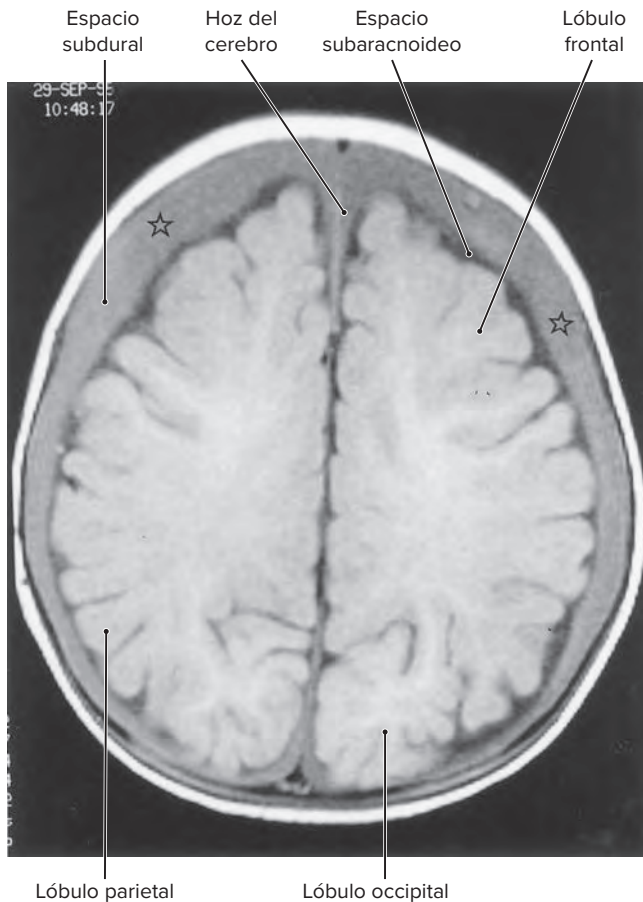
Estudio de RM que muestra sangre en el espacio subdural, un hematoma subdural (estrellas).
